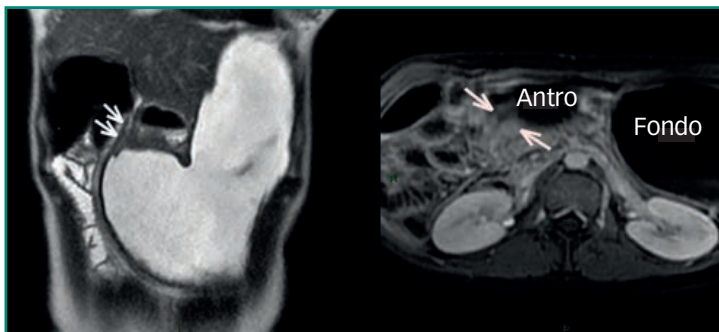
Entero-RMN de paciente con enfermedad de Crohn y afectación gastroduodenal. Se visualiza estenosis pospilórica con dilatación retrógrada gástrica en ambos cortes (coronal y axial) (Por cortesía de: San Miguel C, Álvarez MJ, Mogollón M, et al. Gastroduodenal involvement as an unusual presentation of Crohn's disease. *Actual Med* 2016;101(798):109-111).
